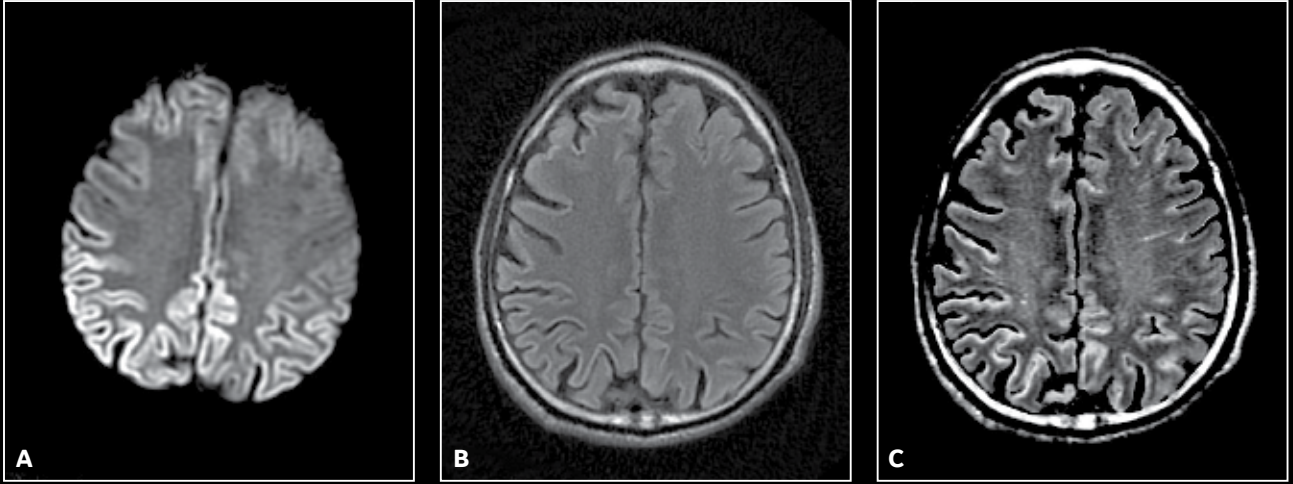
3.0T tarayıcıda incelenen ve ardından MAGiC içeren SiGNA Explorer 1.5T ile tekrar tarama yapılan bir hasta vakasında, görüntüleme kapasitelerinin karşılaştırması gösteriliyor. (A) MAGiC T1; (B) 3.0T ile Aksiyel T1 SE; (C) MAGiC PSIR; (D) 3.0T ile Aksiyel T1 3D; (E) MAGiC T2 FLAIR; (F) 3.0T ile Aksiyel FLAIR yeniden biçimlendirme. MAGiC sayesinde parametreler, tekrar taramaya veya hastanın ek görüntülemeler için geri gelmesine gerek kalmadan, lezyonların görünürlüğünü artıracak şekilde değiştirilebilir. MAGiC, hassasiyet veya teşhis güvenilirliğinden ödün vermeden verimliliği artırmaya yardımcı olabilir.
